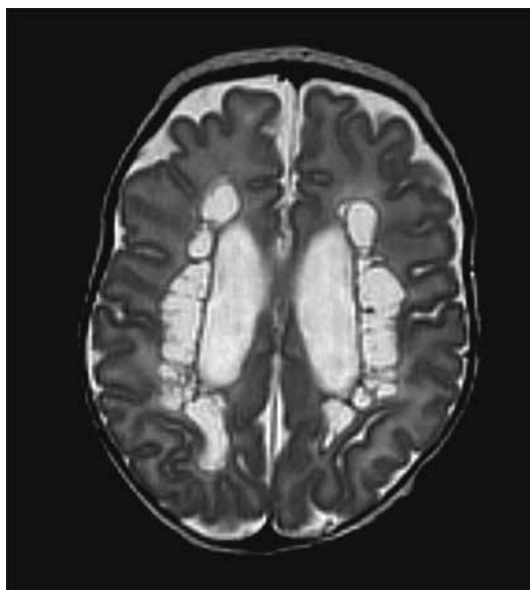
Магнитно-резонансная томограмма кистозной перивентрикулярной лейкомаляции (из архива Детской университетской больницы, зав. отделением лучевой диагностики Е.М. Перепелова)
